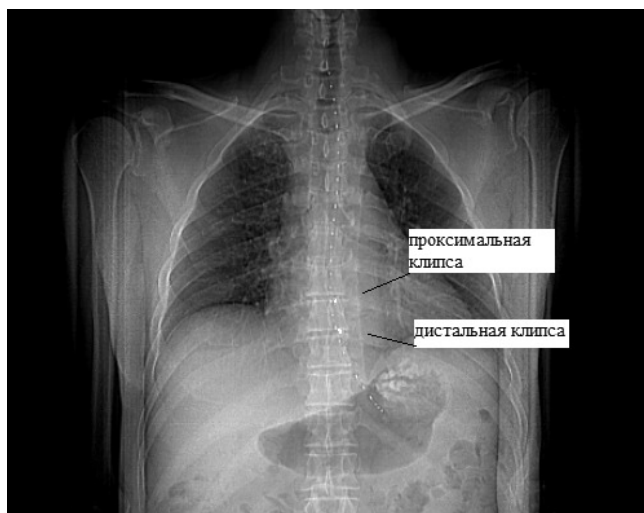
КТ грудной клетки с имитатором источника и рентгенконтрастными клипсами
